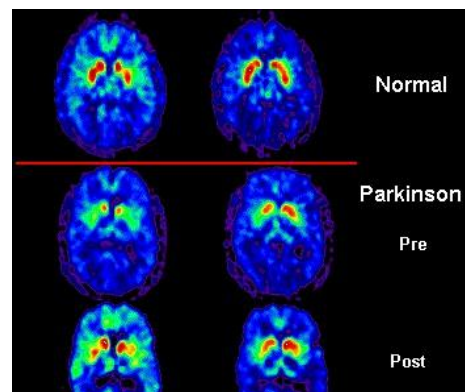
Resultat d'un PET prova de diagnòstic que es realitza a malalts de Parkinson.
